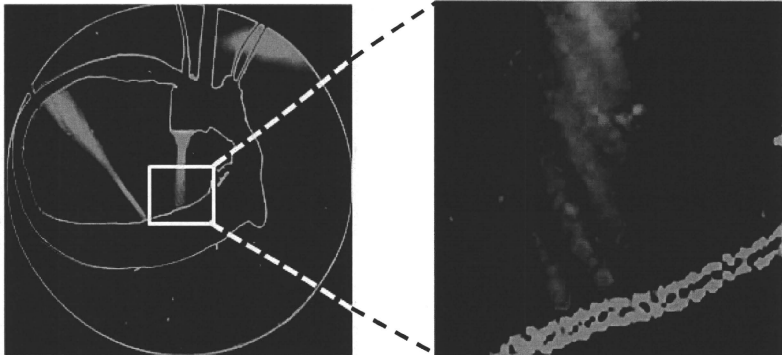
ヒト頭蓋骨内面での超音波が形成する定在波の例
